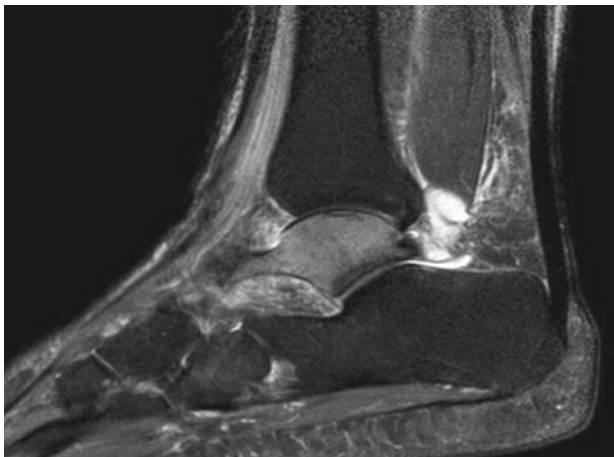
Misma resonancia que la figura 4 en la que se observa un detalle de la fractura.
